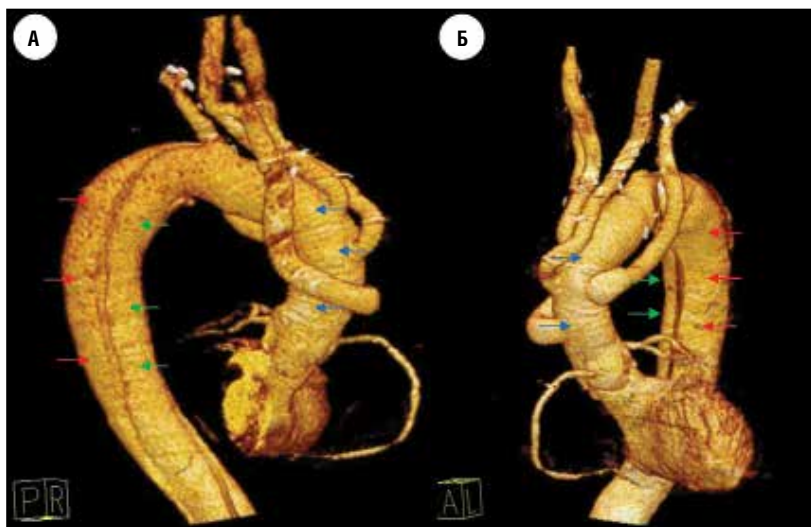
(а, б). МСКТ этого же пациента после протезирования восходящего отдела, дуги и переключения БЦС. Дистальное сосудистого протеза (синяя стрелка) определяется расслоение аорты на истинный (зеленая стрелка) и ложный каналы (красная стрелка).
